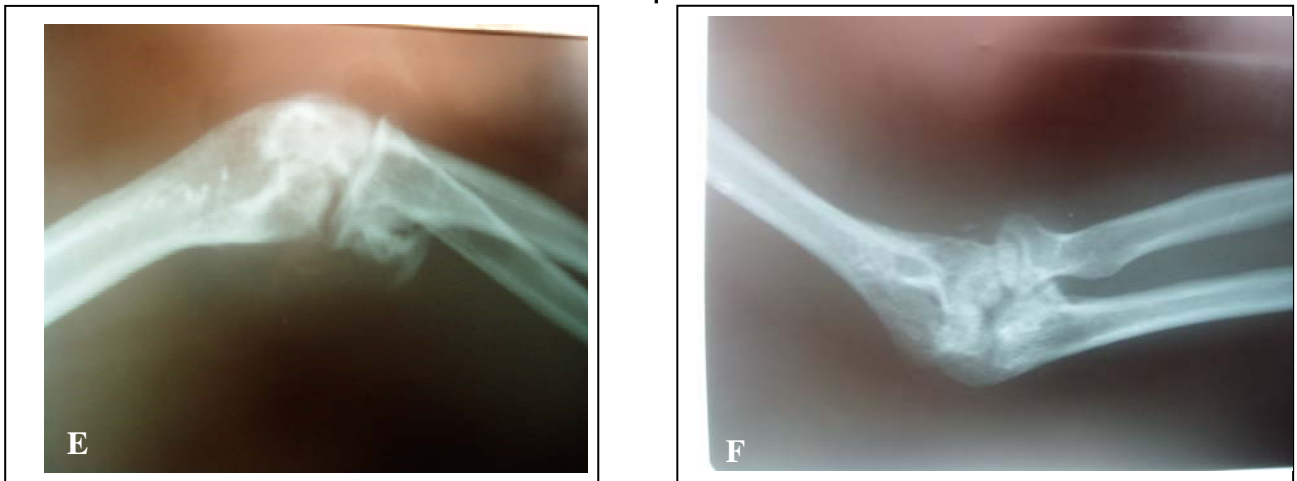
Radiographie du coude face(E) et profil (F) du même patient, avec un recule de 9 mois
